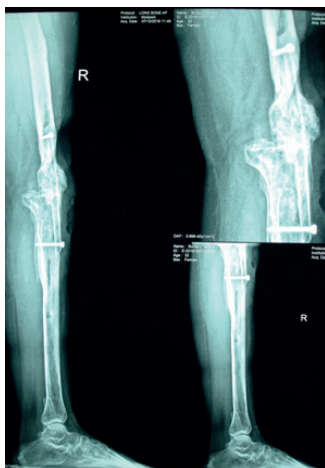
Aspect radiografic la 8 luni de la inițierea tratamentului după înlăturarea fixatorului extern. Se evidențiază hipertrofierea transplantului fibular.
